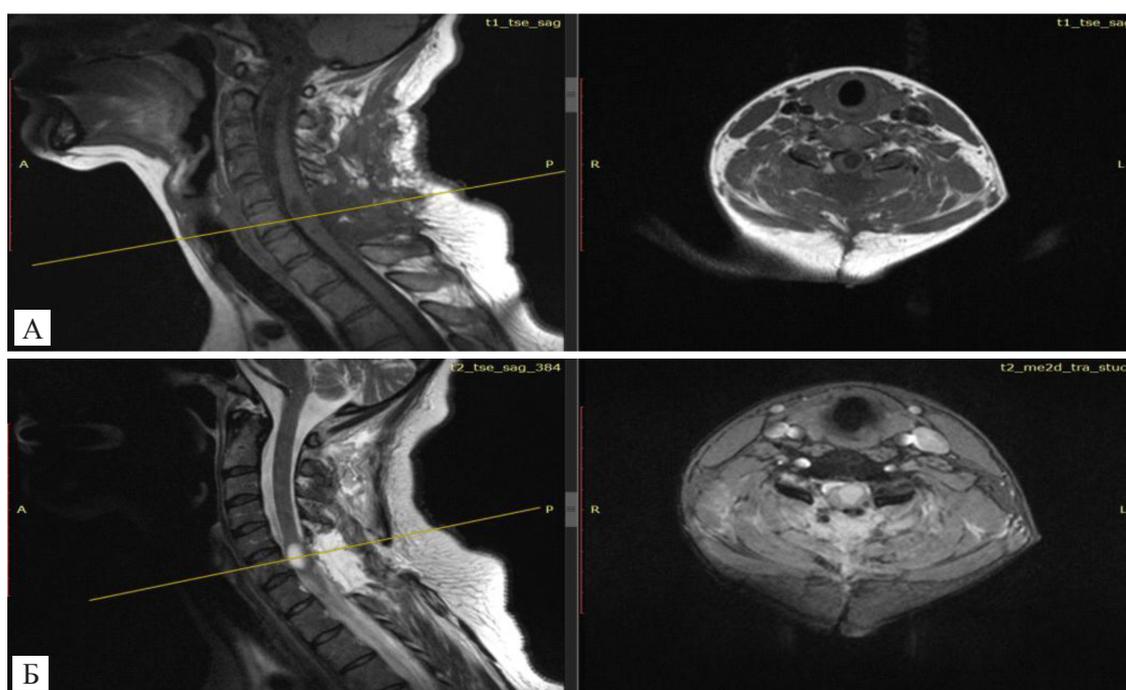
МРТ шейного отдела позвоночника после операции.
